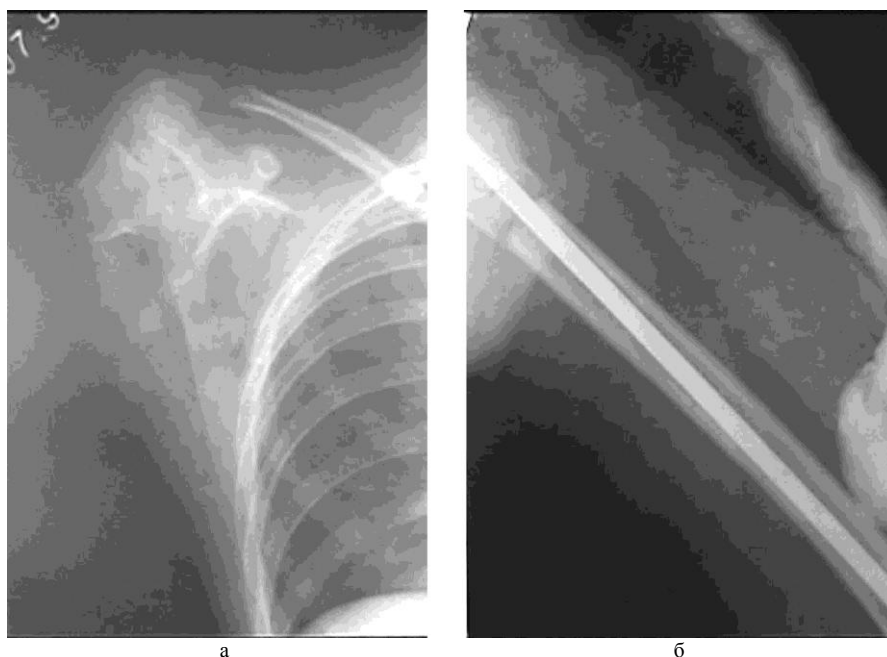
Клинический пример 2: а- фоторентгенограмма культи плеча до операции, б – фоторентгенограмма после остеосинтеза плеча стержнем Богданова.
